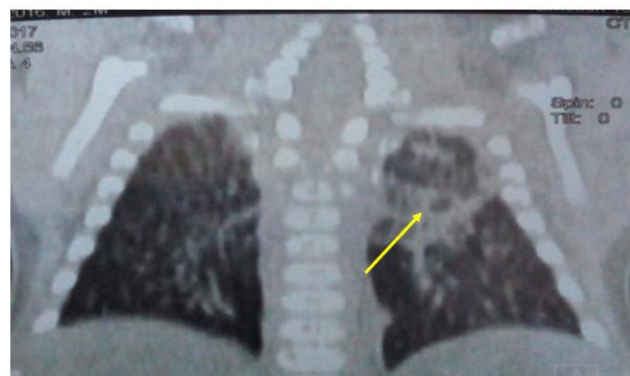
TDM thoracique en reconstitution coronale en fenêtre parenchymateuse mettant en évidence un foyer de condensation alvéolaire apicale gauche
